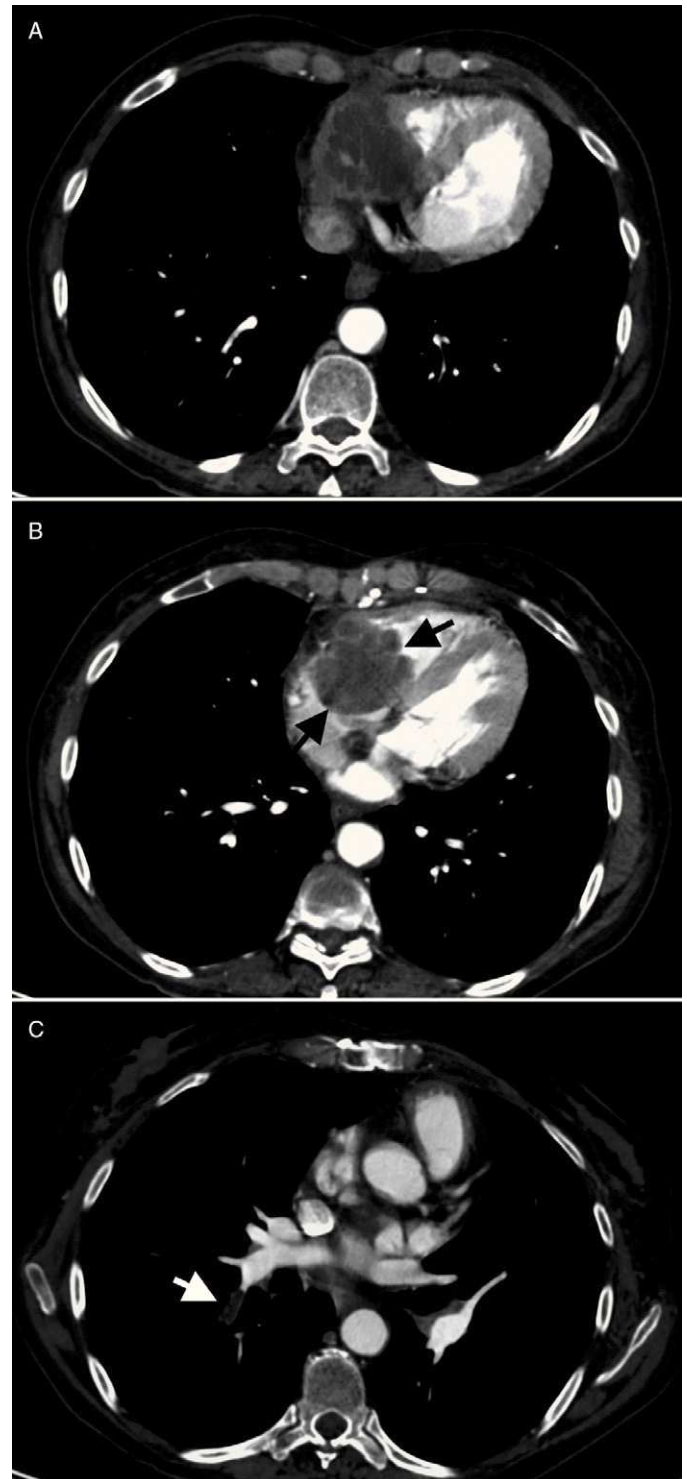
Tomografía computarizada de noviembre de 2009. Aspergilosis semiinvasora mediastínica, con extensión intracardiaca. Crecimiento de la tumoración mediastínica anterior, con invasión cardíaca (A) y extensión endocavitaria, donde se observa una lesión redondeada, polilobulada (B: flechas negras), que ocupa la aurícula y el ventrículo derechos. Existen defectos de repleción en la luz de algunas ramas segmentarias de la arteria lobar inferior derecha (C: flecha blanca), compatibles con embolización pulmonar de fragmentos desprendidos de la lesión cardíaca.
